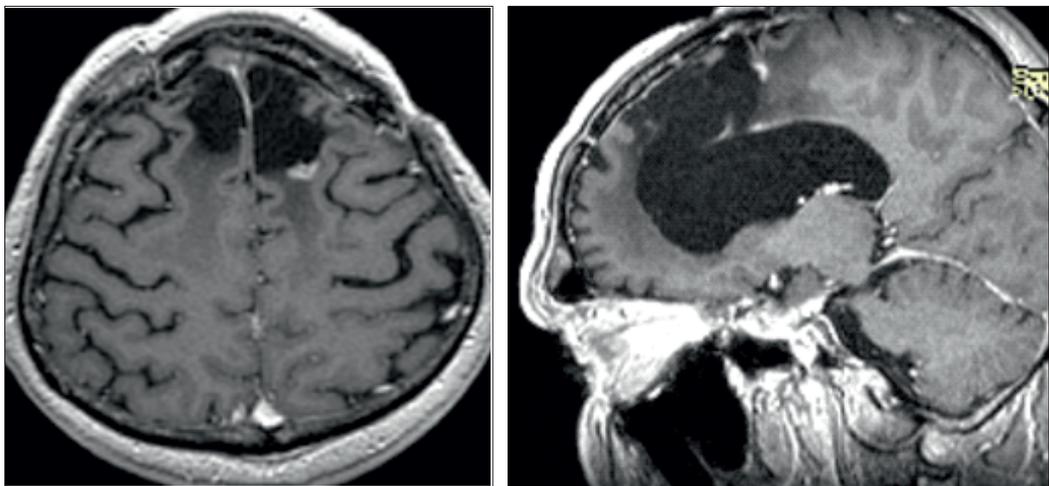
Зона накопления контрастного препарата на месте подвергнутой стереотаксической радиотерапии рецидивной опухоли по данным МРТ от 22.03.2018 г. (постлучевой некроз? рецидивная опухоль?)
